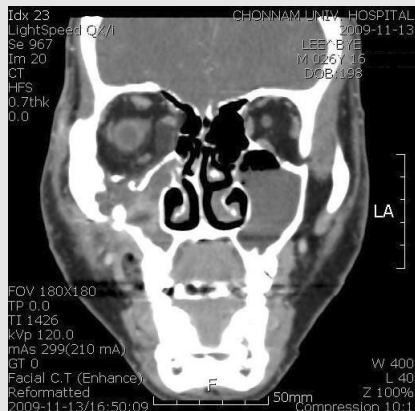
Orbital Matrix®를 이용한 안와 내벽과 안와저의 재건 술전후 CT
